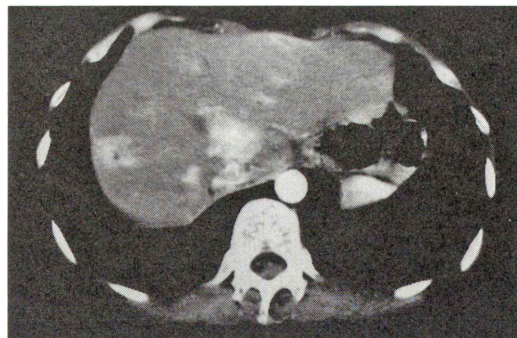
The table incremental dynamic CT scan demonstrates two hypervascular metastatic gastrinomas in the liver which are consistent with two hot spots in the SPECT image.
